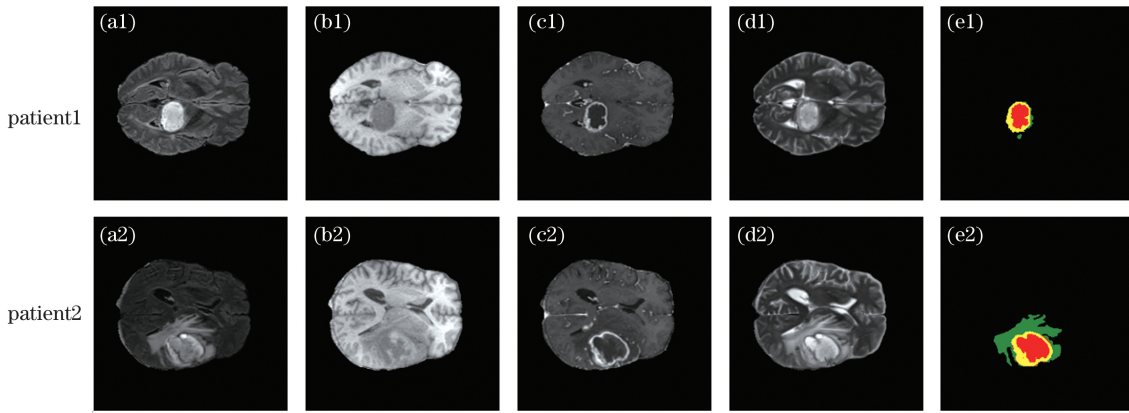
脑肿瘤的 MRI 图像。(a) FLAIR; (b) T1; (c) T1ce; (d) T2; (e) GT
